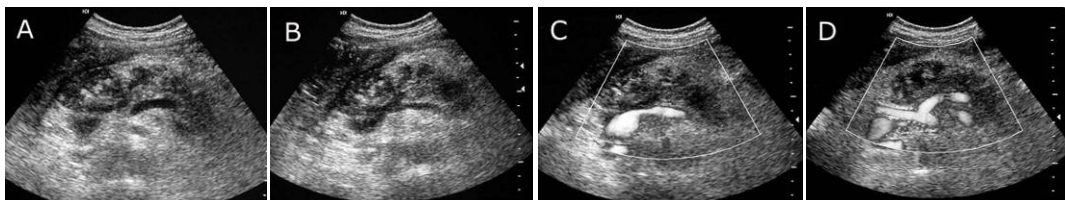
Ecografía abdominal (A, B) con doppler color (C, D). El páncreas está aumentado de volumen y muestra múltiples áreas hipoeecogénicas que corresponden a necrosis y hemorragia, lo que le da una textura heterogénea. En el tronco celíaco no se observan alteraciones y la confluencia espleno-portal está permeable (la pancreatitis aguda necro-hemorrágica puede tener como complicación la trombosis de la vena porta y/o esplénica).
